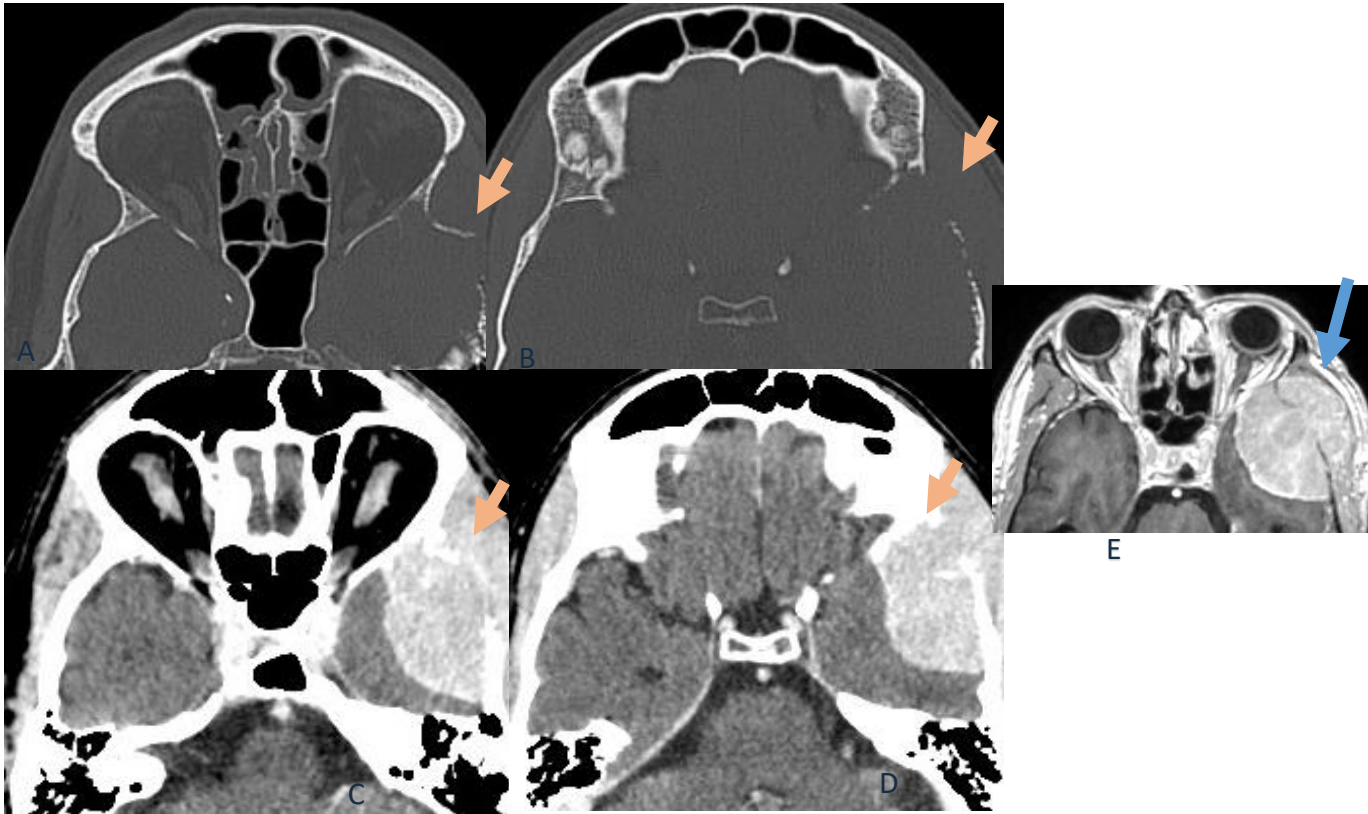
La TC con contraste muestra una masa intracraneal hipervascular con destrucción ósea adyacente (flechas en A, B, C y D). E La secuencia T1 post-contraste confirma los hallazgos (flecha azul).
